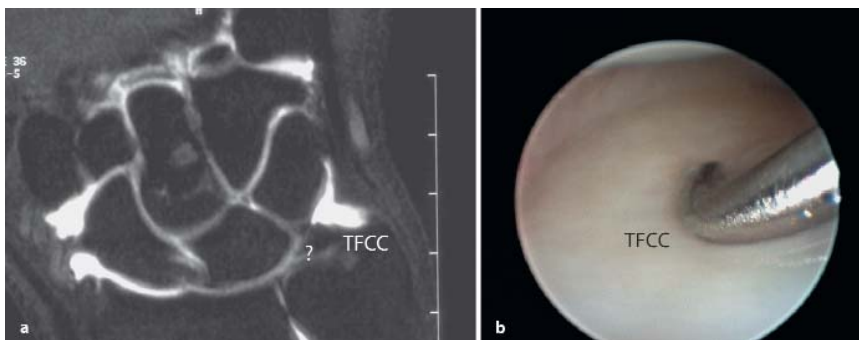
b ▲ Patient mit falsch-positivem Arthro-MRT: a Arthro-MRT falsch-positiv als radialseitige TFCC-Läsion gewertet; b arthroskopisches Bild des intakten TFCC
